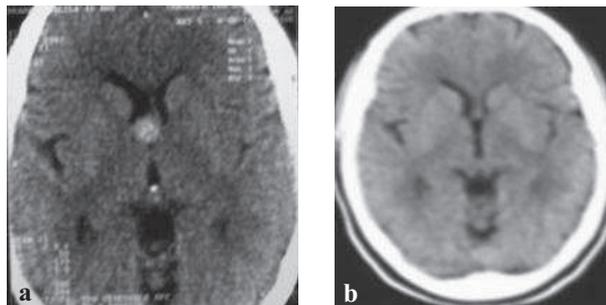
Aspect TDM d'un kyste colloïde du 3^e ventricule avec des ventricules de petite taille. (a) avant et (b) après l'intervention.
